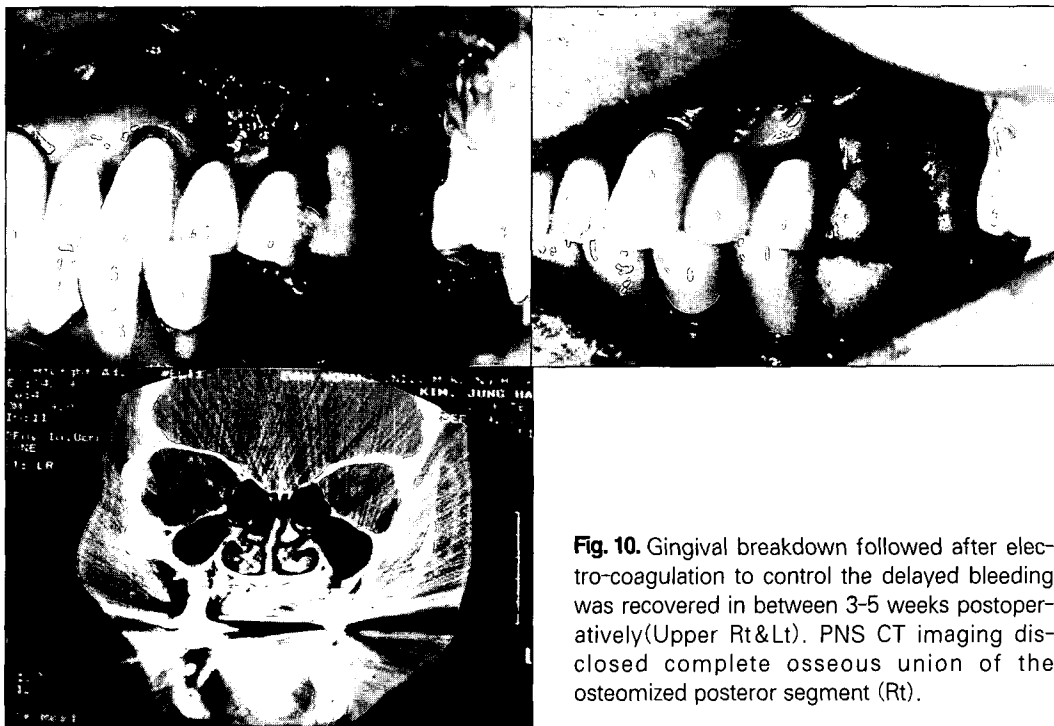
Gingival breakdown followed after electro-coagulation to control the delayed bleeding was recovered in between 3-5 weeks postoperatively(Upper Rt&Lt). PNS CT imaging disclosed complete osseous union of the osteomized posterior segment (Rt).
